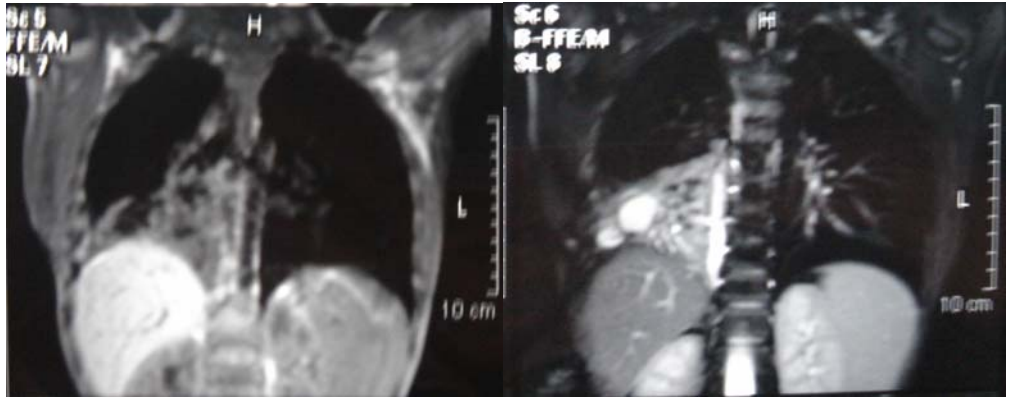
a; PA akciğer grafisinde sağ parakardiyak, sol retrokardiyak infiltrasyonlar, sol kostofrenik sinüste küntleşme, b; Aksiyel B-FFE, c; ve koronal B-FFE sekans MR görüntülemeye, sağ akciğer orta lobda, sol akciğer lingula ve alt lobda infiltrasyonlar, solda bronşiektazi, plevral efüzyon, kalınlaşma.
